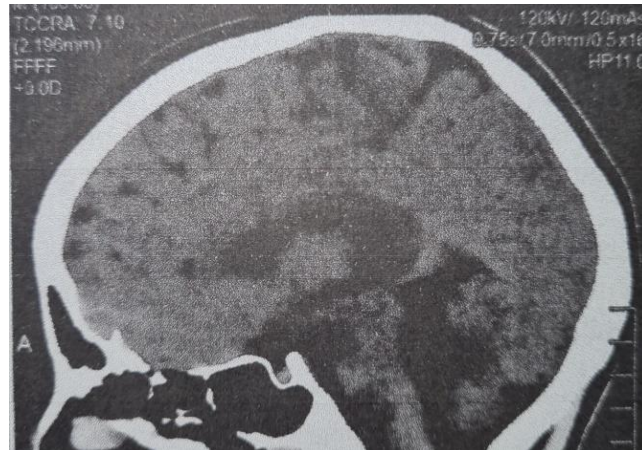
Tomografia Computadorizada de Crânio Mustisljice de 16 canais do crânio sem infusão intravenosa do meio de contraste, mostrando dilatação cística do 4º ventrículo, má formação do vermis cerebelar, e atrofia dos lobos occipitais.
